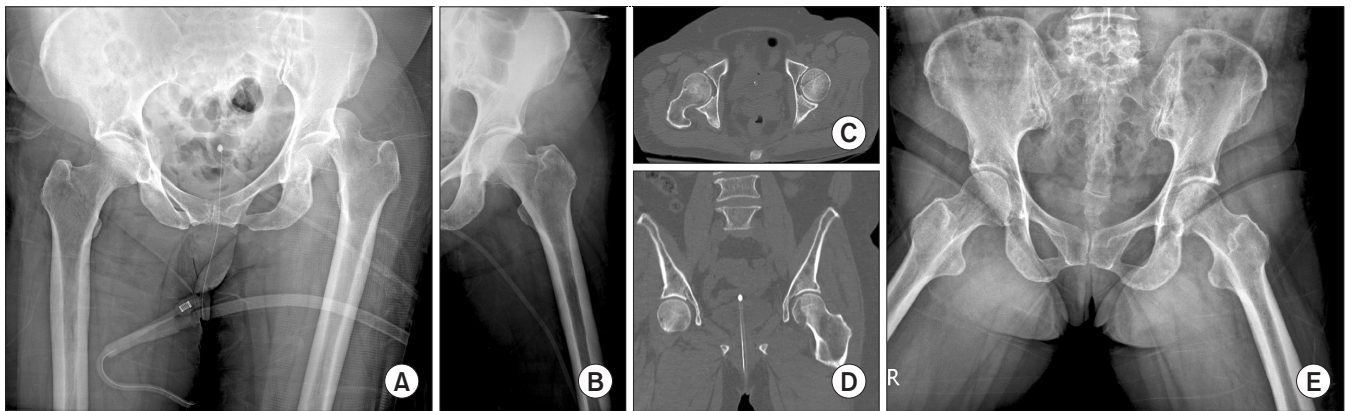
(A) A 68-year-old female had a left hip dislocation with Pipkin type I femoral head fracture. (B) Anteroposterior of both hips and (C, D) computed tomography showing congruent hip and anatomical reduction (<2 mm) after closed reduction. (E) One-year follow up X-ray showing no evidence of osteonecrosis of the femoral head or arthritis.
